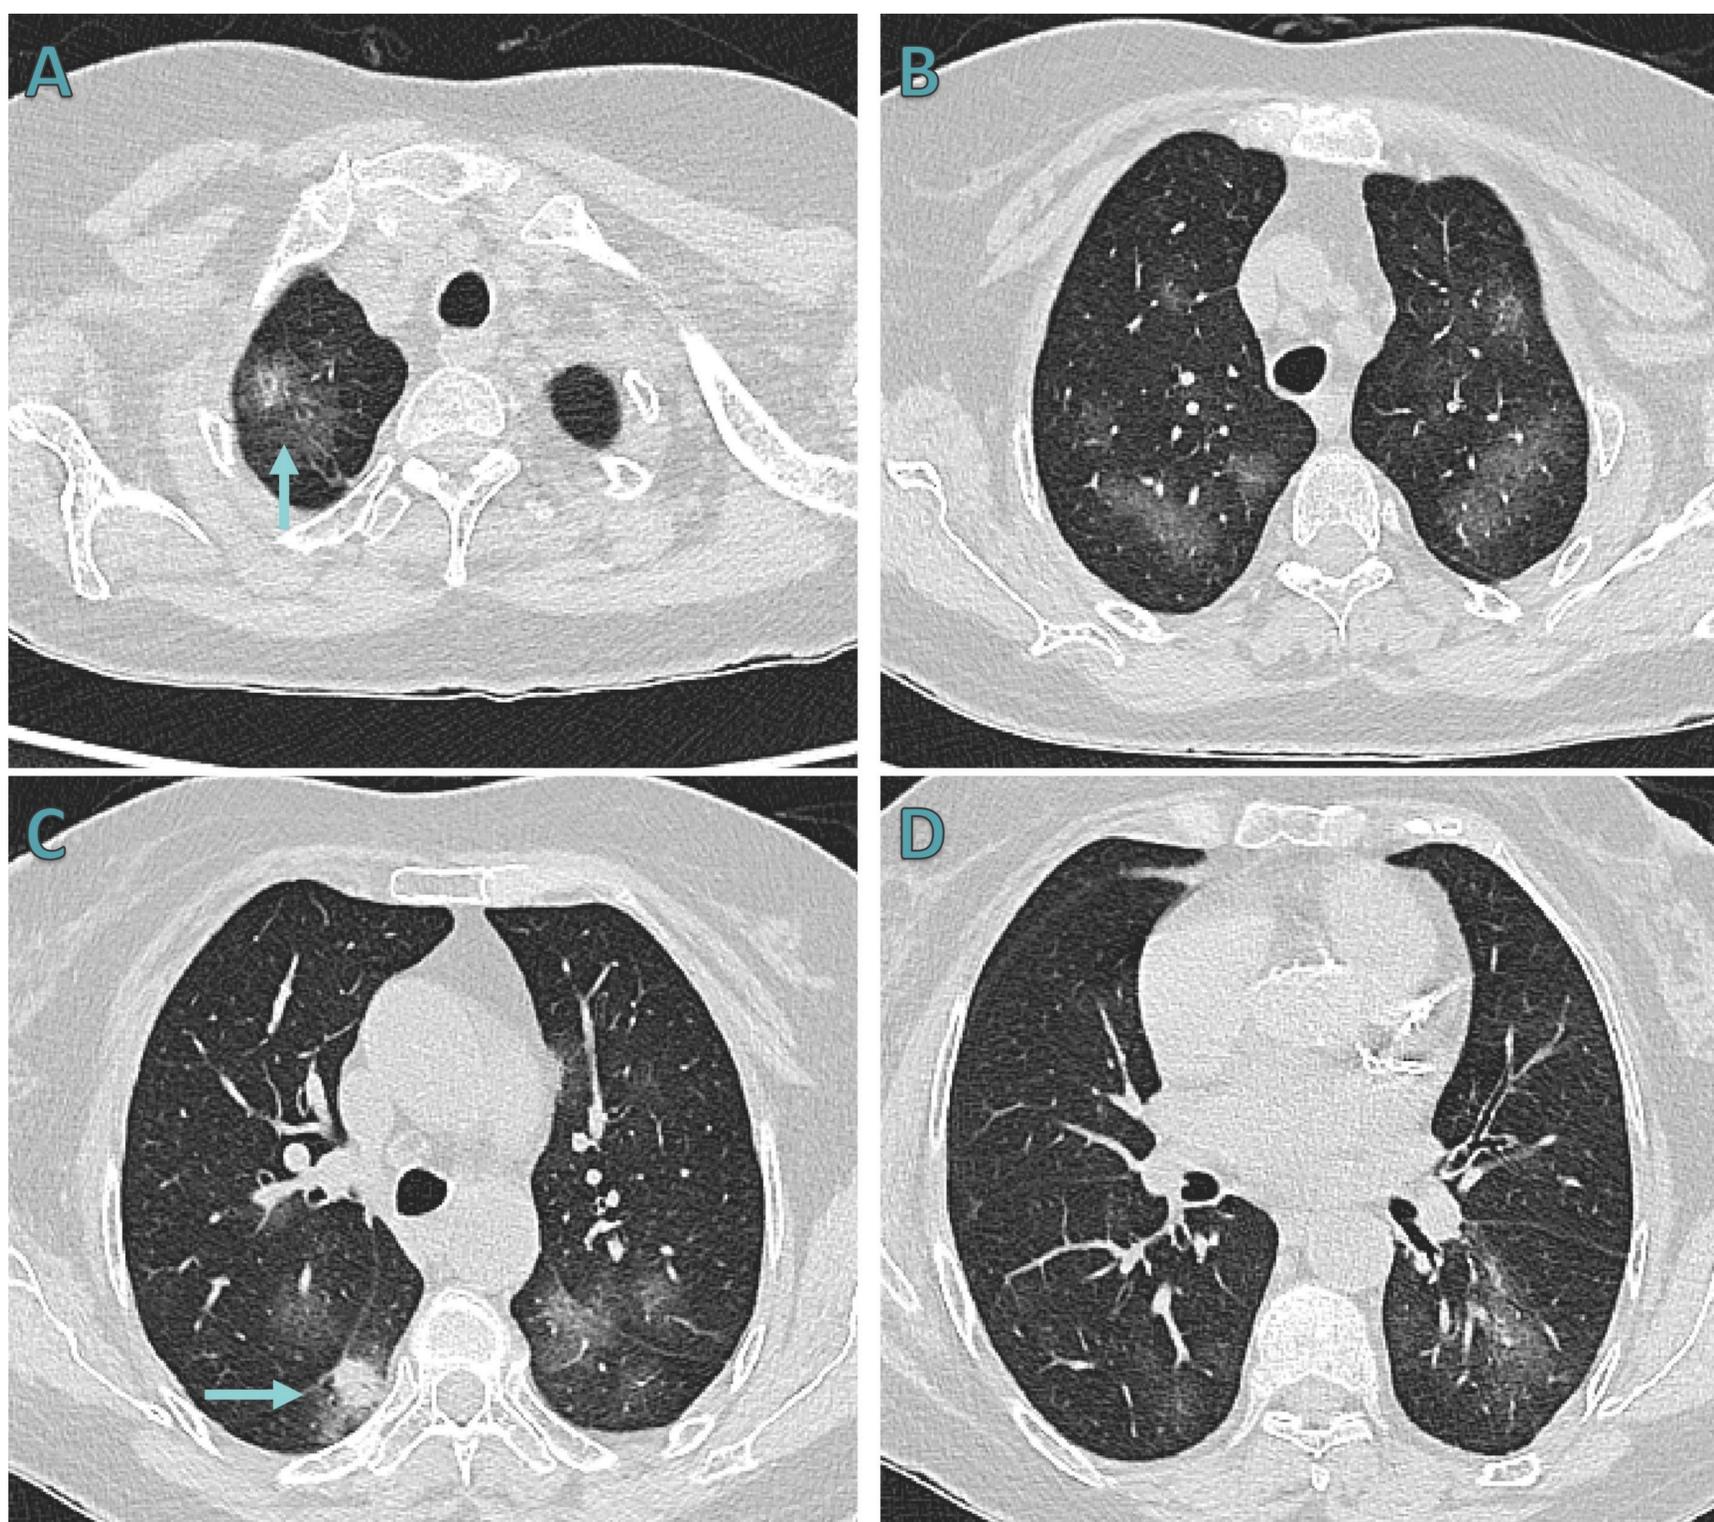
TC de tórax sin contraste. Se observan múltiples aumentos de densidad en vidrio deslustrado, bilaterales y parcheados, algunos de ellos (flechas) con áreas centrales de mayor densidad (signo del halo).
